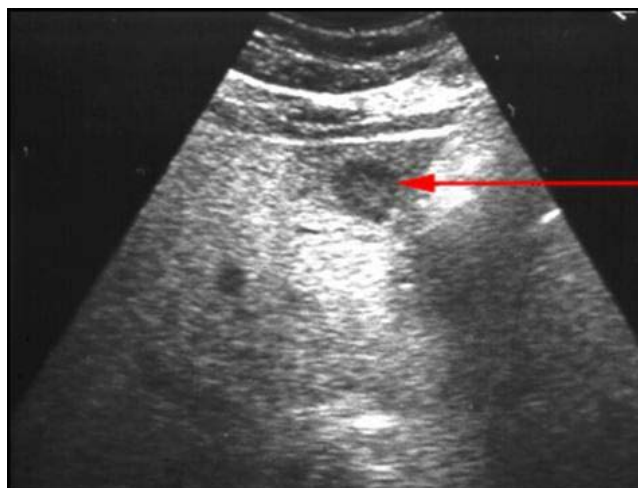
Image échographique en cocarde d'une MH d'un cancer colique
